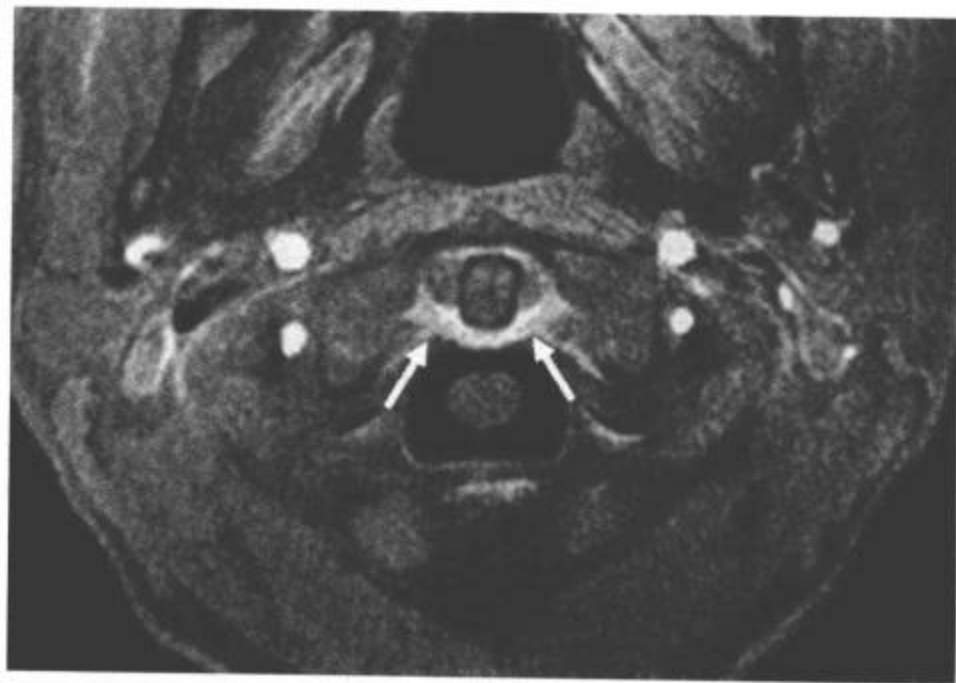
C1横韧带的超短TE成像(UTE)。在C1水平获取的横断面UTE图像显示整个横韧带呈高信号的结构(箭)。用临床标准MRI序列通常难于发现横韧带。(图像由Graham Bydder, PHD of the University of California in San Diego提供)。
